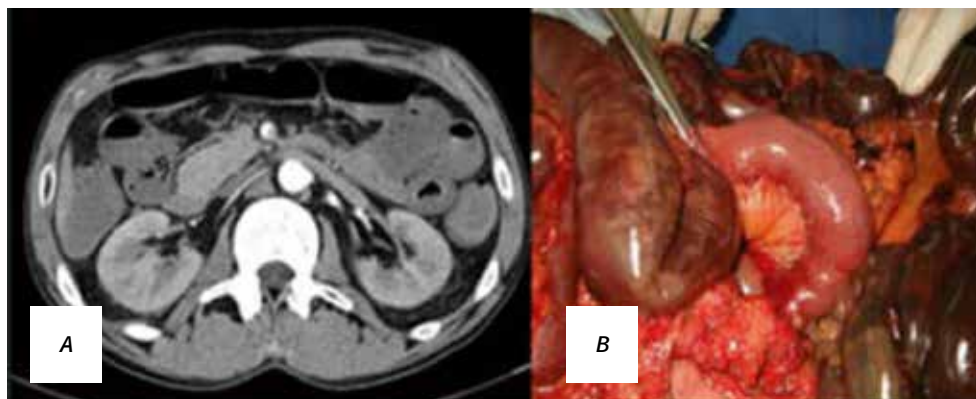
Ischemia mezenterică acută: A – TC cu angiografie; B – necroză a intestinului subțire
